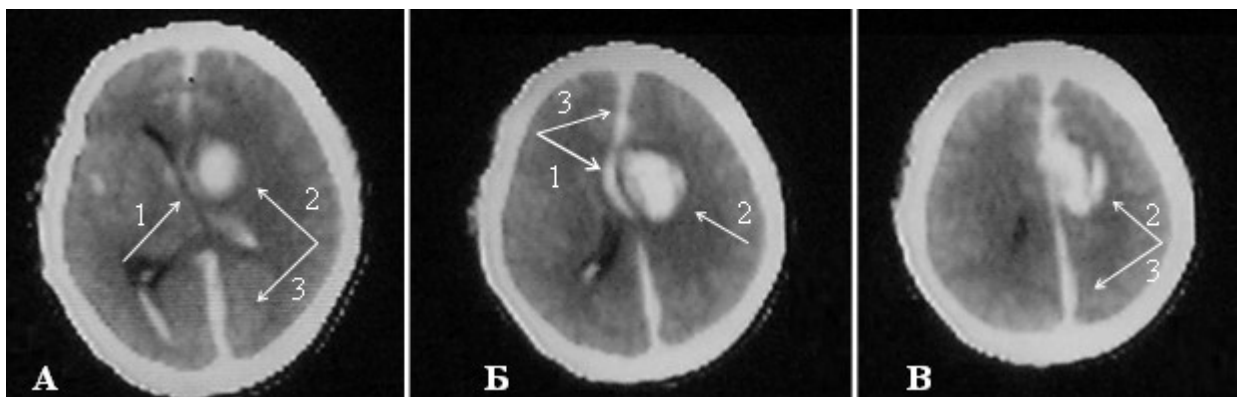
Спостереження №84. КТ головного мозку хворого М-ик, 52 роки, історія хвороби №146631. Перша доба після крововиливу внаслідок розриву АА ПМА сегменту А4. Аксіальні томограми А, Б, В з кроком зрізу 2 сантиметри. Стрілкою 1 позначено зміщення серединних структур вліво та стиснення правого бокового шлуночка, стрілкою 2 — ВМГ в правій тімянній частці, стрілкою 3 — крововилив в міжпівкульній щілині.
